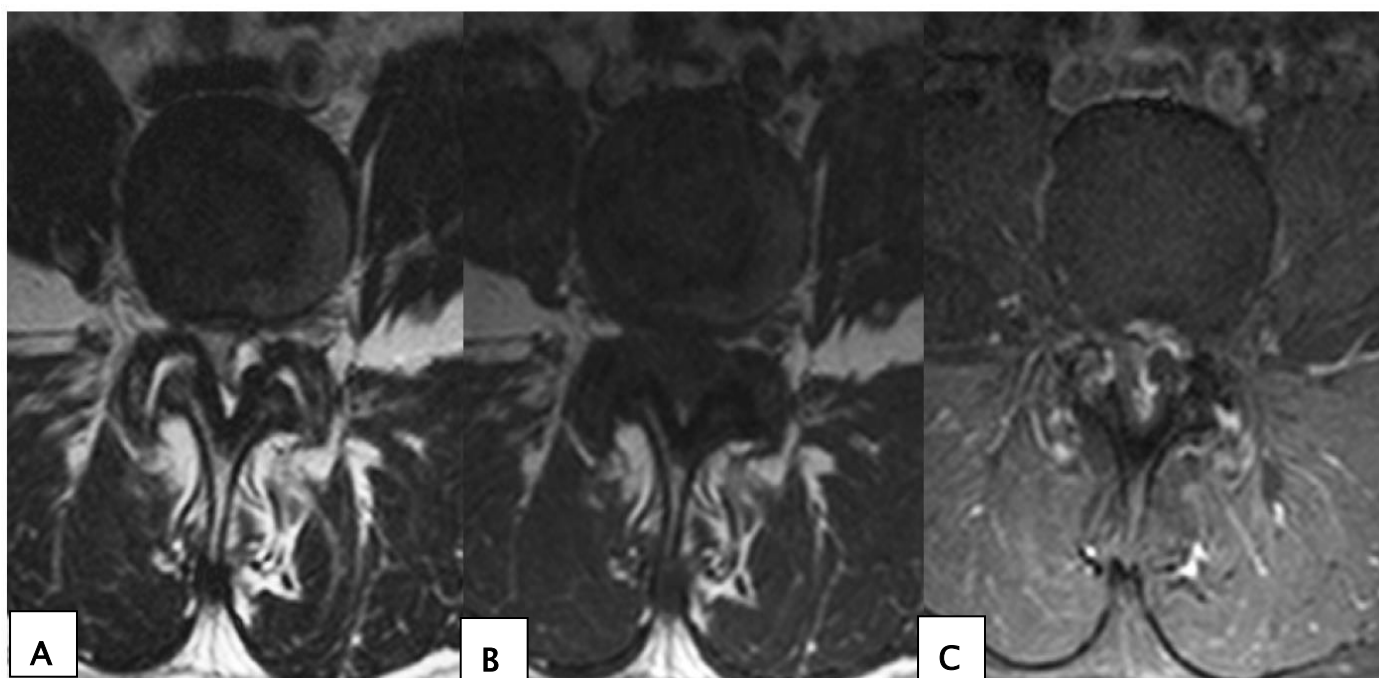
Kyste zygapophysaire antérieur L4-L5 gauche en IRM.
